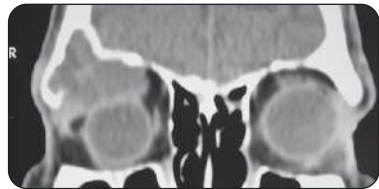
TDM en coupe coronale montrant une tumeur orbitaire droite
